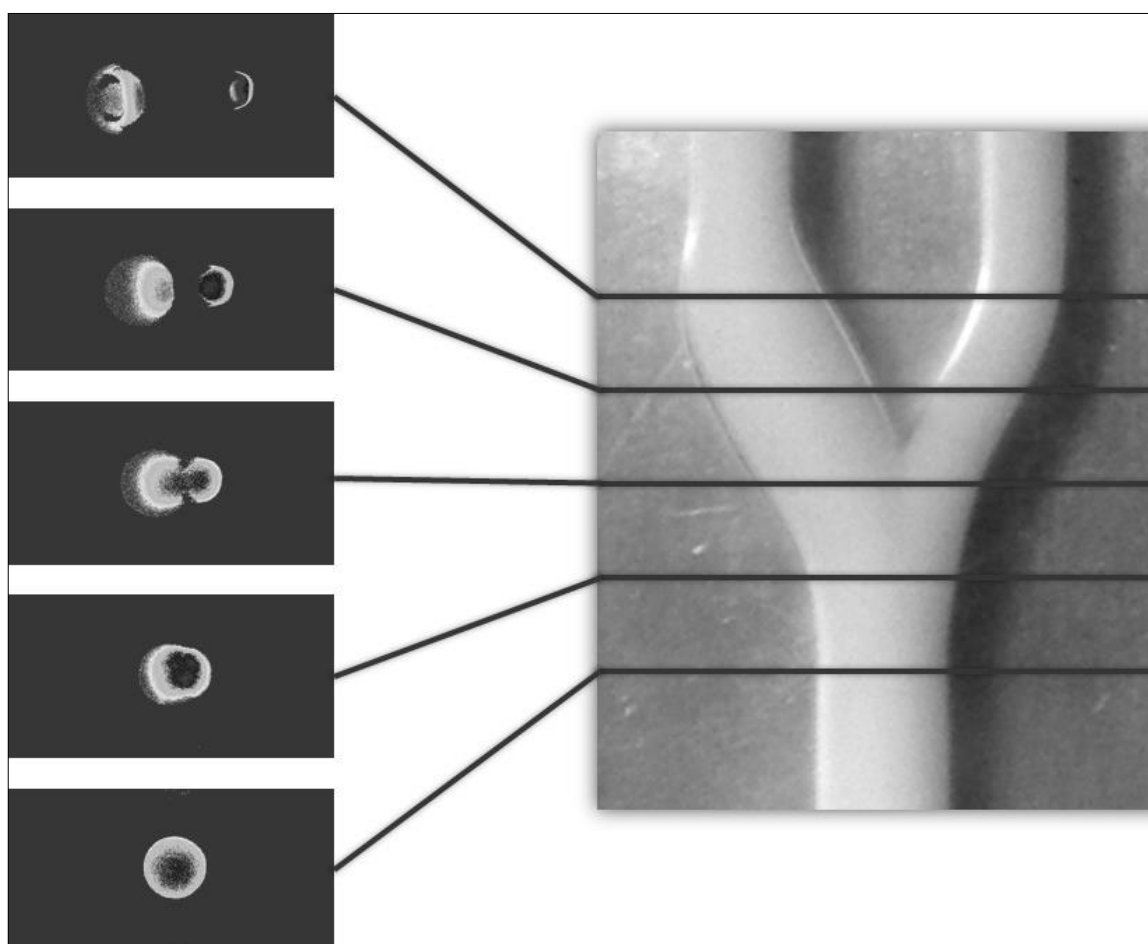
Визуализация изменения скоростных характеристик потока на модели бифуркации ВСА методом фазо-контрастной МРА на сверхвысокопольном томографе Bruker
